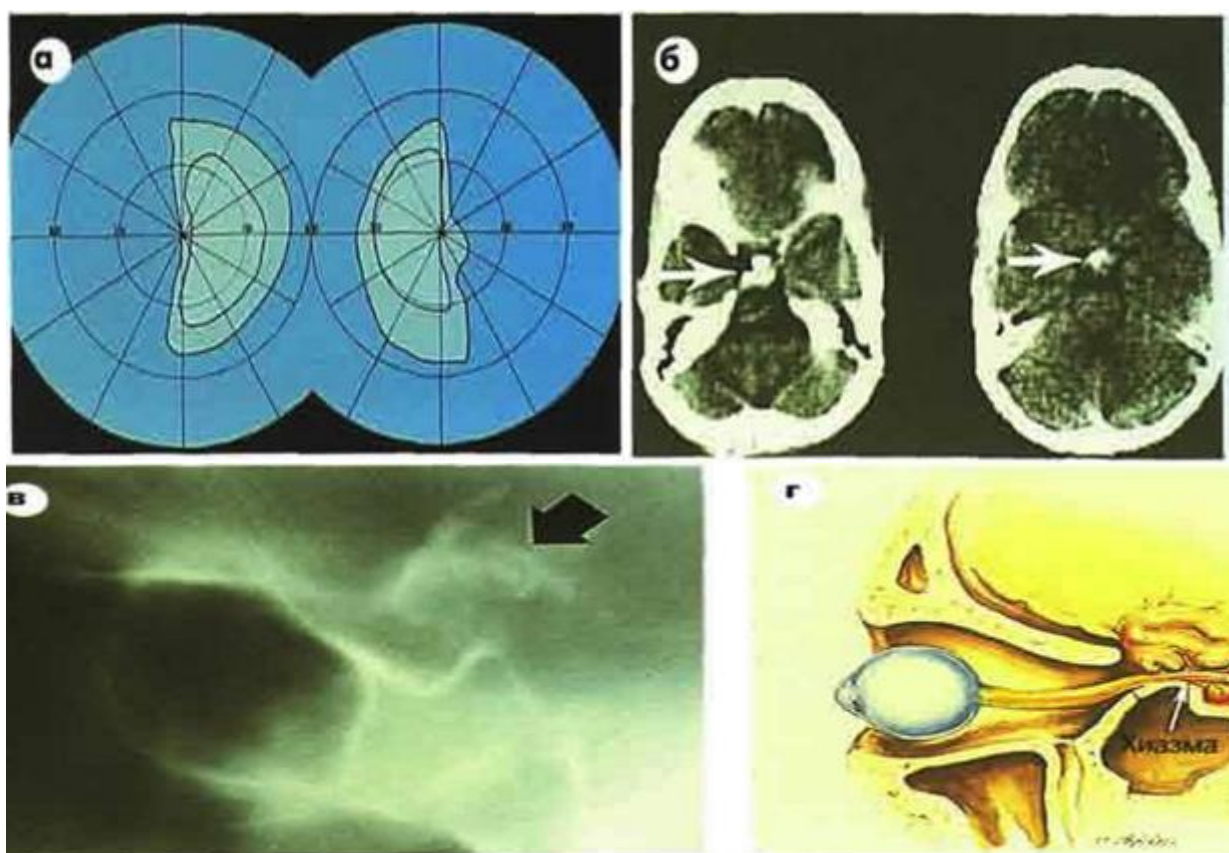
Краниофарингиома: (а) битемпоральная гемианопсия; (б) аксиальные КТ, показана кальцификация; (в)
